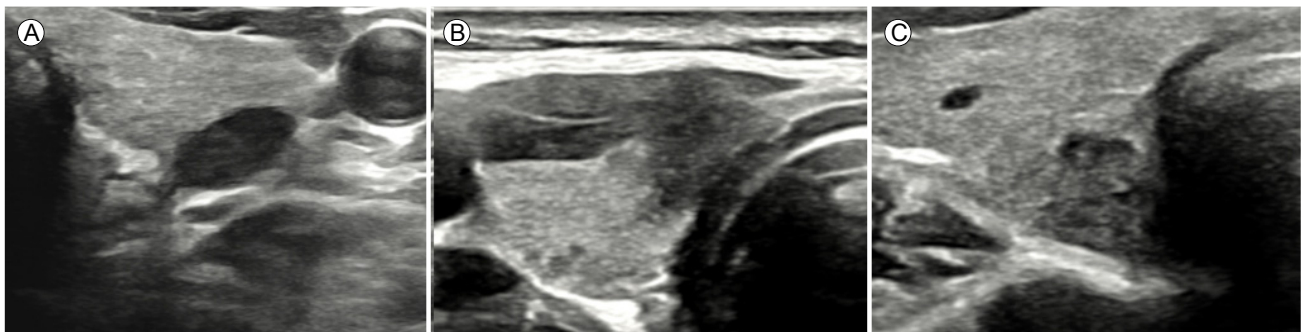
US findings of posterior, tracheal, RLN ETE. (A) minor ETE to posterior capsule, (B) gross ETE to trachea, (C) gross ETE to RLN. US, ultrasonography; RLN, recurrent laryngeal nerve; ETE, extrathyroidal extension.
